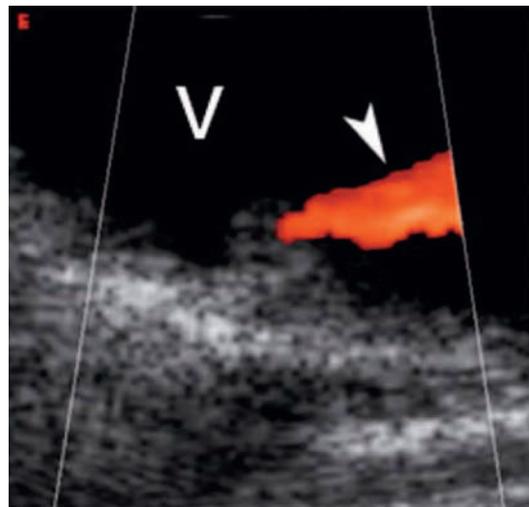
Ecografia. L'uso del modulo colore permette di identificare la presenza di un jet dall'orifizio ureterale (punta di freccia). V = vescica
